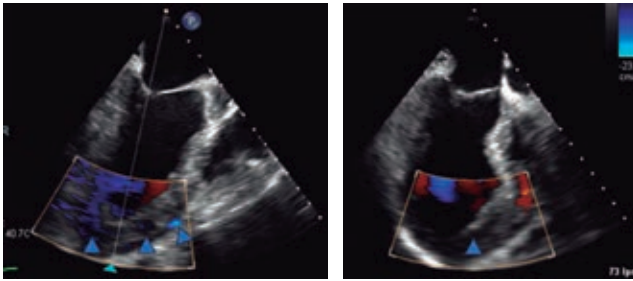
Ecocardiograma transesofágico con ventana medio esofágica en Xplane a 135o con evidencia de trayecto de disección por vacuolización y flujo Doppler color.
